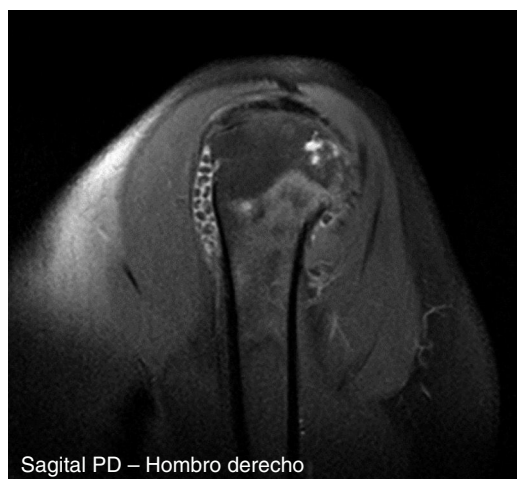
Las imágenes adquiridas por RM en secuencias de pulso difusión turbo espín eco con saturación grasa demuestran adecuadamente la anatomía de la articulación del hombro, observando la presencia de los cuerpos libres vistos previamente en radiografías y ecografía, mostrando un comportamiento característico, con intensidad de señal heterogénea, con zonas de menor intensidad en el centro que en la periferia, esto asociado a la calcificación de los cuerpos condrales.
